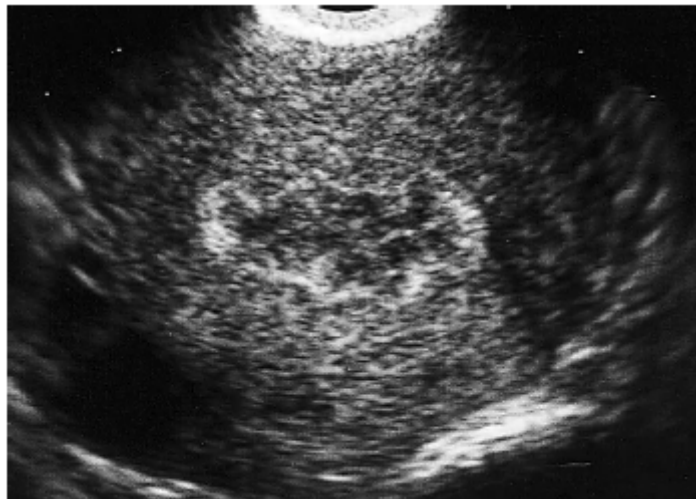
aspect évocateur d'une endométrite chronique en échographie : Aspect hétérogène et dentelé des bords de l'endomètre (endomètre avec gros plis muqueux).
